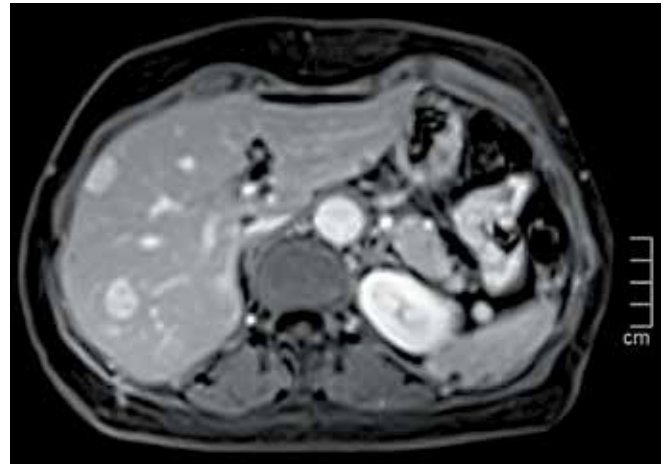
Магнитно-резонансная томография печени с контрастированием пациентки С. после 6 лет терапии вандетанибом
